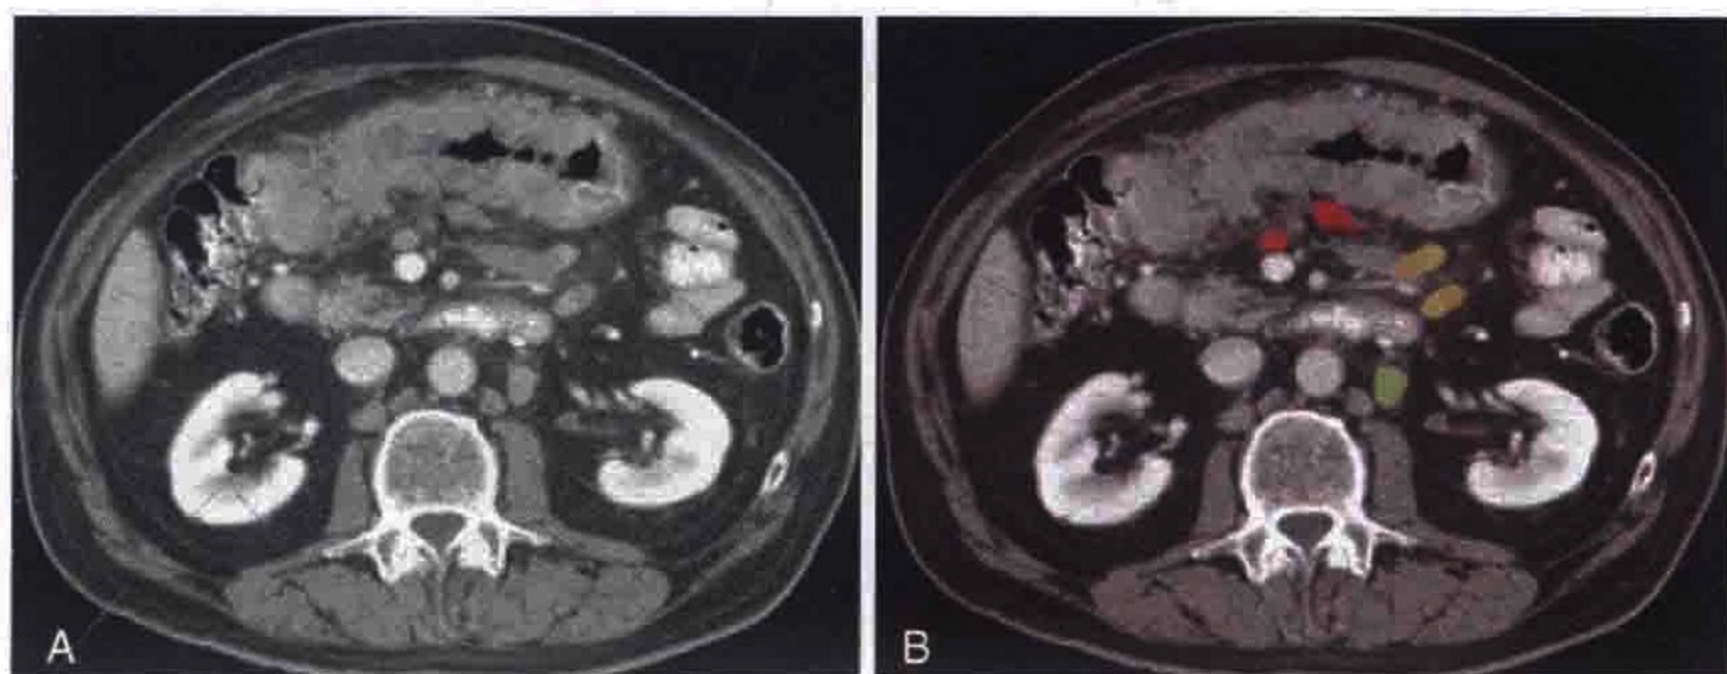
横轴位 CT 扫描显示横结肠恶性肿瘤患者出现肠周（红色）、肠系膜（黄色）和左腹主动脉旁（绿色）淋巴结肿大
